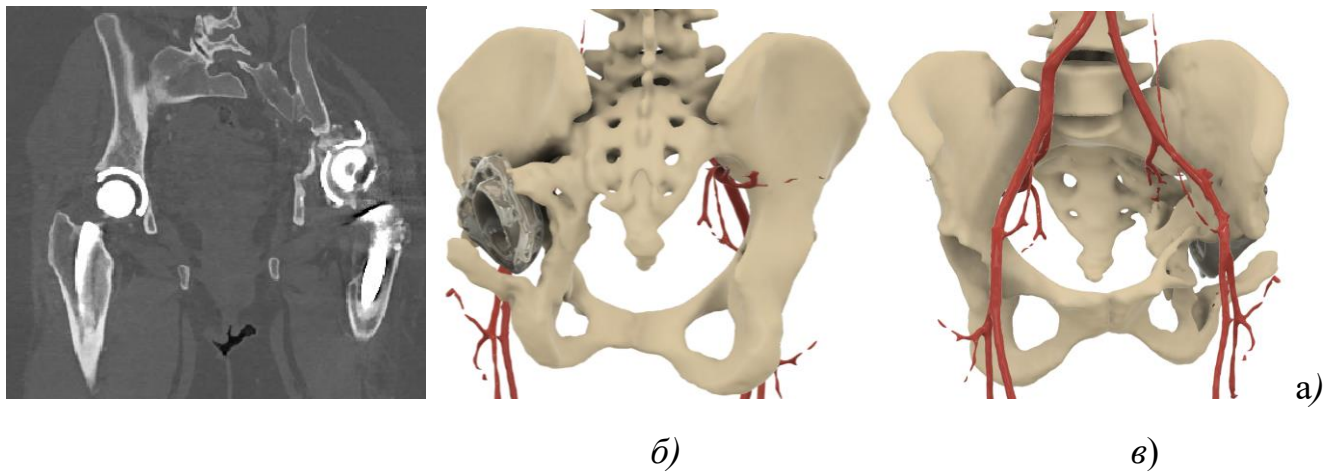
Вхідні дані до проєктування: *а* - КТ зображення у фронтальній площині; *б* - 3D модель “кістка-імпалант-судини” (вигляд спереду); *в* - 3D модель “кістка-імпалант-судини” (вигляд ззаду).
